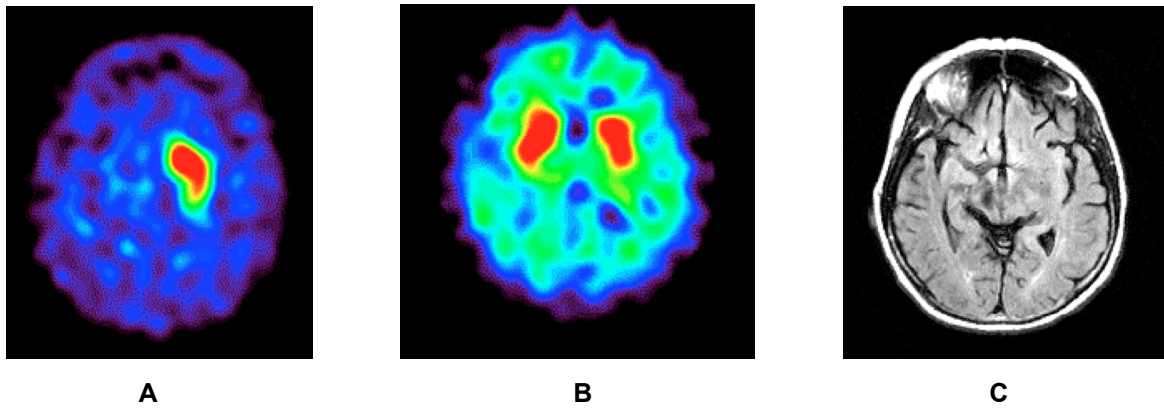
Eine 59-jährige Patientin, seit vier Monaten neu aufgetretener linksseitiger Arm- und Beintremor sowie spastische Hemiparese links. Die ^{123}I -FP-CIT SPECT (A) zeigt eine fehlende DAT-Dichte im rechten Striatum bei regelrechter DAT-Dichte im linken Striatum. Die ^{123}I -IBZM SPECT (B) zeigt eine unauffällige D2-Rezeptoren-Bindung in beiden Striata. In der MRT (C) Nachweis eines lakunären Infarkts im rechten Mesencephalon. Diagnose: VPS.
